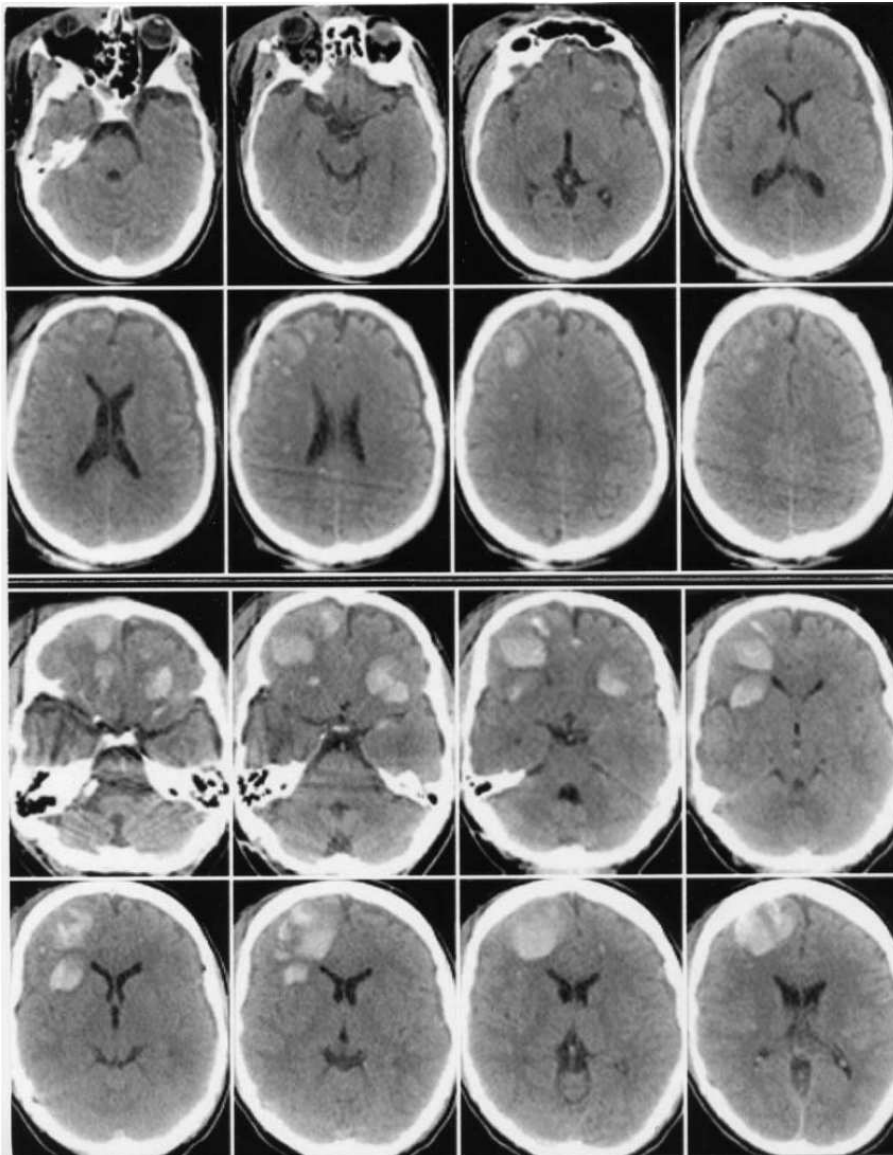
Sekundäres Nekrosewachstum beim Menschen. Die oberen zwei Bildreihen zeigen die Computertomographie eines 22jährigen Mannes kurz nach Schädelhirntrauma (Zustand nach Motorradunfall). Im unteren Teil der Abbildung ein weiteres CT desselben Patienten 13 Stunden nach dem Unfall. Man erkennt eine deutliche Größenzunahme der frontalen Kontusionsherde.
